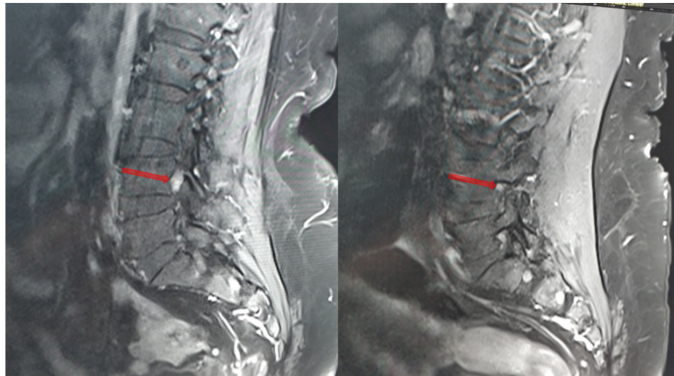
Case 1) Contrast-enhanced coronal lumbar MRI revealed thickening of the right L4 root with contrast enhancement in the right L4 root in postcontrast series
